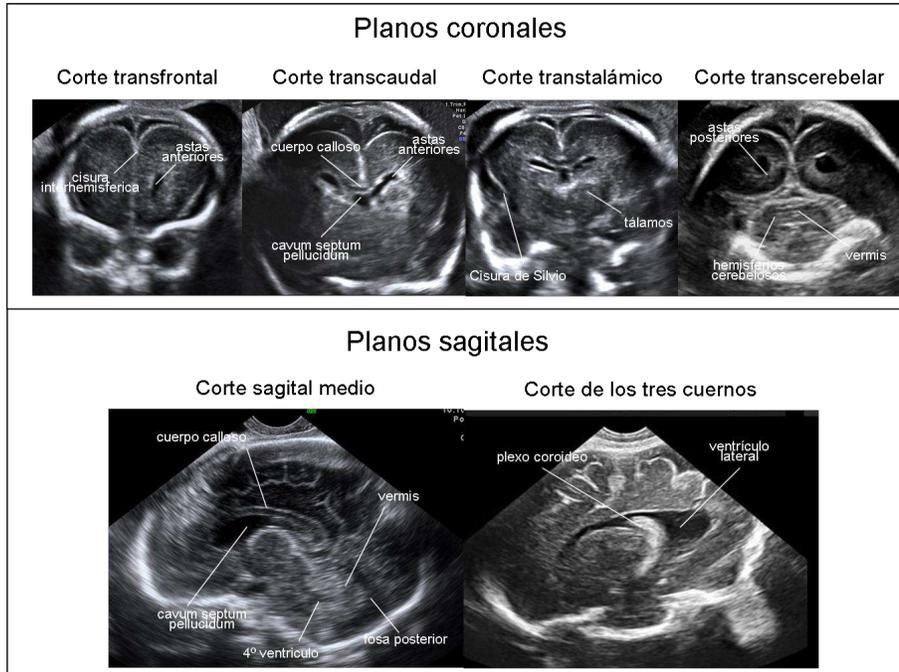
Planos axiales y coronales de neurosonografía. ⁵³
